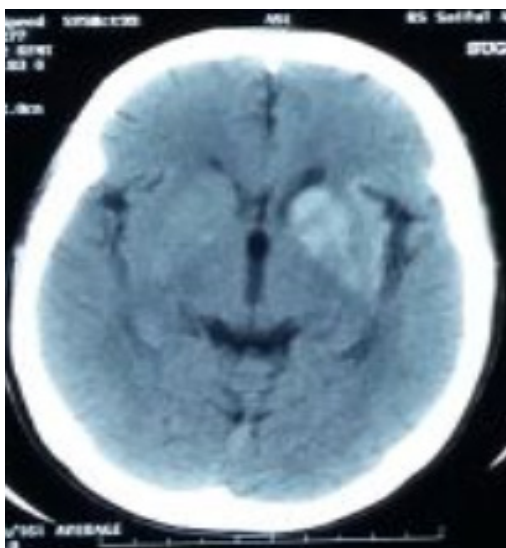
CT scan* kepala menunjukkan lesi hiperdens pada nukleus lentiformis kiri (pasien 1)
